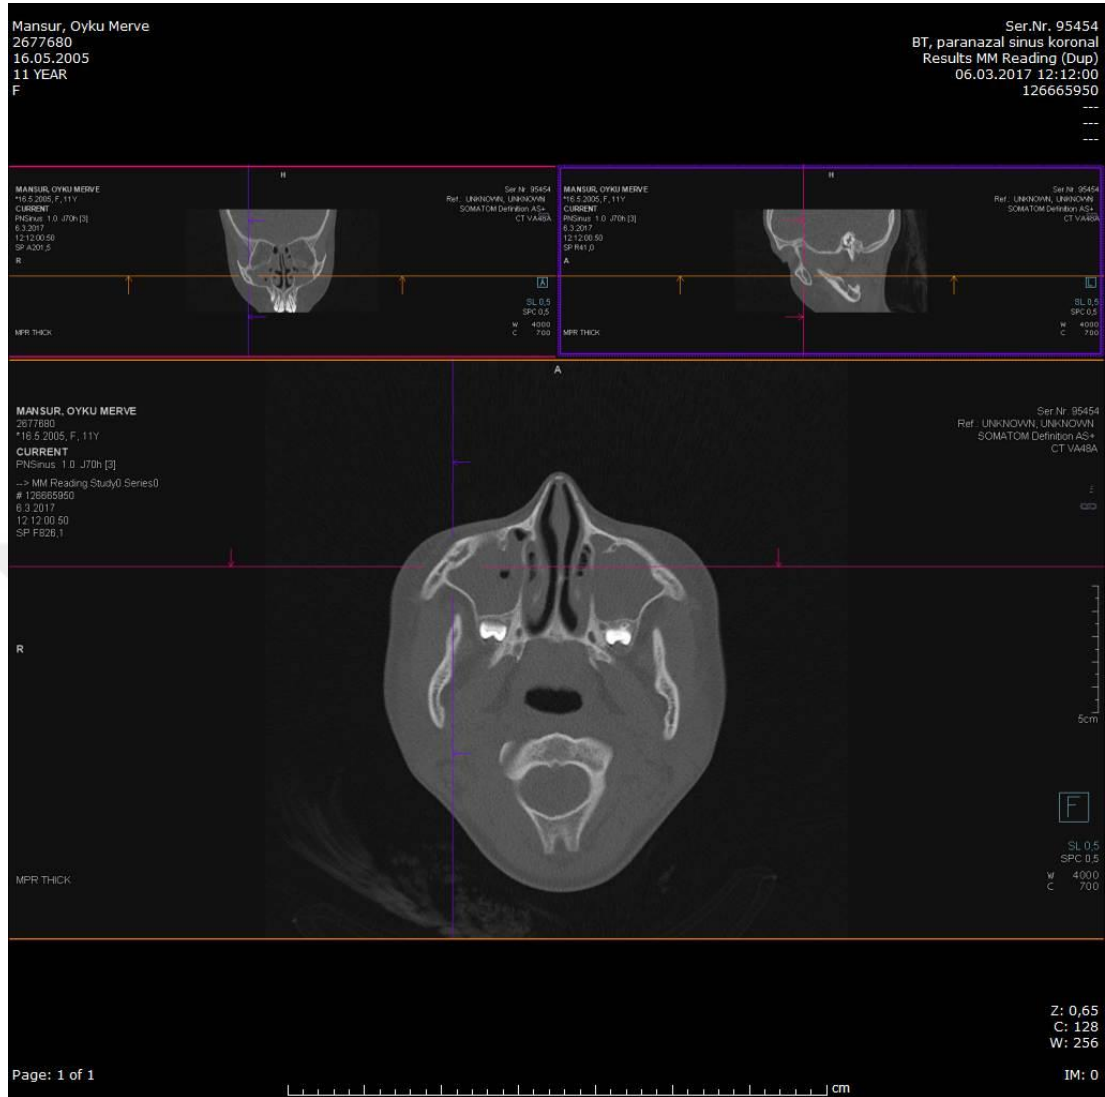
MPS matürasyonunda 4. evrenin BT görüntüsü.
